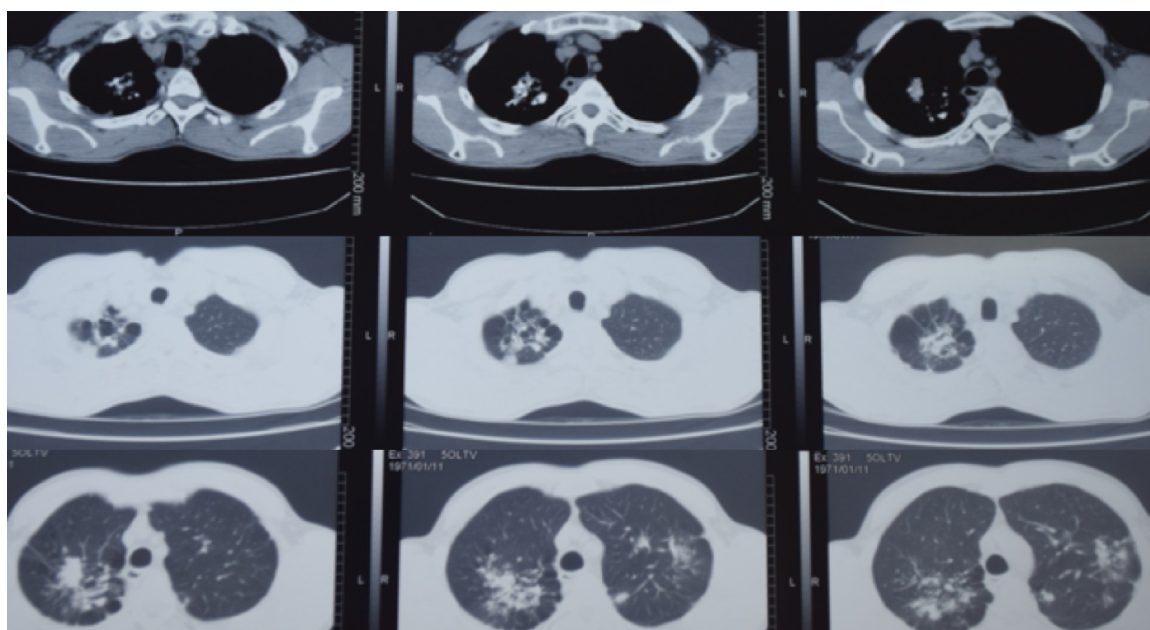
МСКТ органов грудной клетки больного К. перед операцией.
